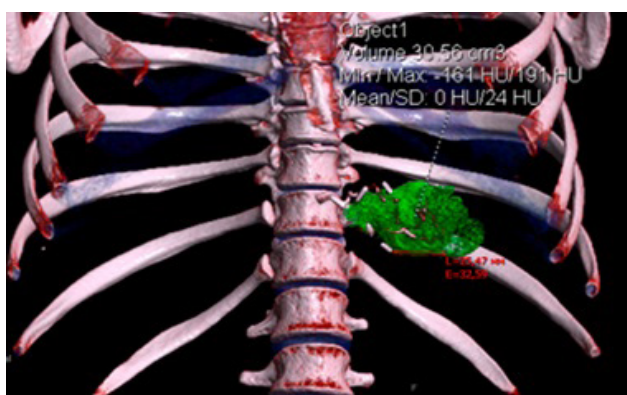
КТ-волюмометрия. Больная П., 1-я группа, объем культи желудка – 30,56  $\text{см}^3$
